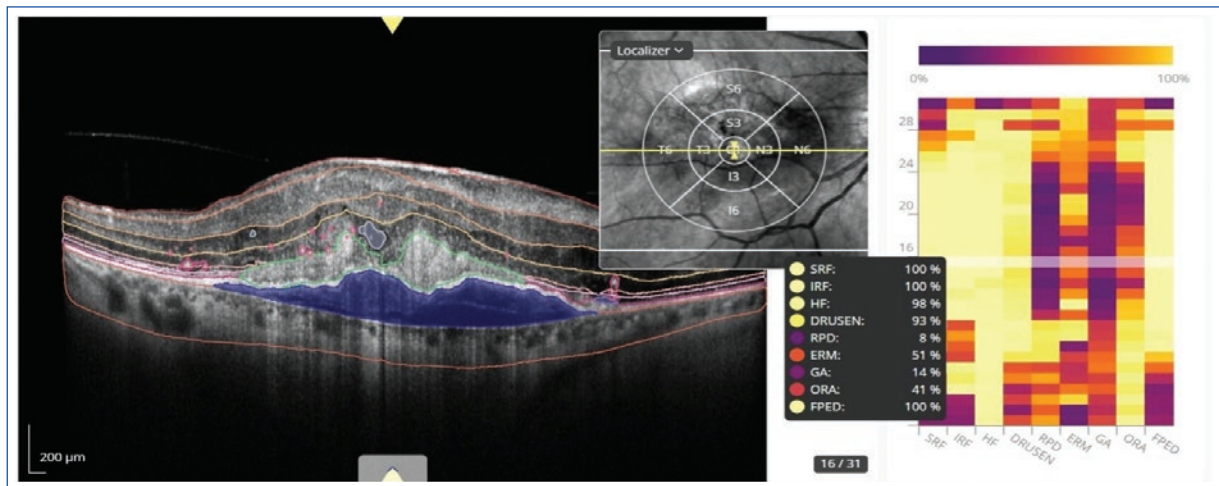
Interfaz de análisis de la tomografía de coherencia óptica mediante IA. A la derecha se puede ver la estimación de probabilidades de presencia de cada biomarcador otorgados por el sistema de IA. IA: inteligencia artificial.
